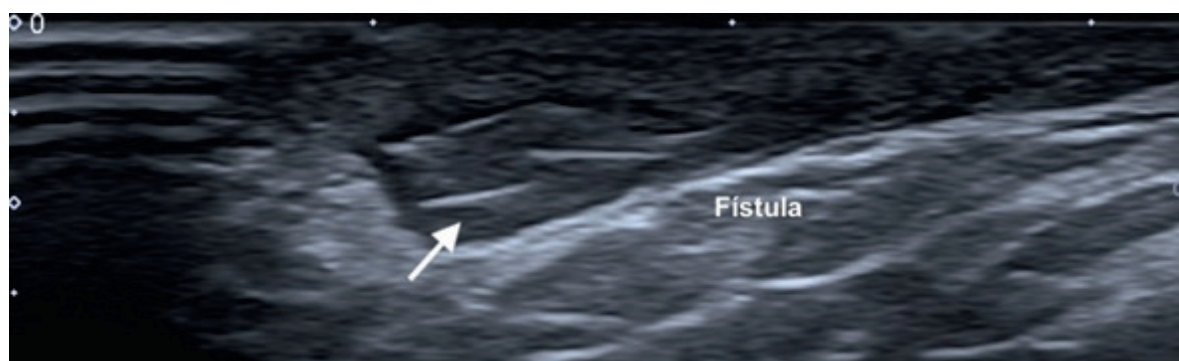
Imagen longitudinal de ultrasonido de alta resolución. La flecha muestra múltiples fragmentos de pelo retenidos (de tipo monofilamento) en el interior, de estructura tubular, correspondiente a fistula.
